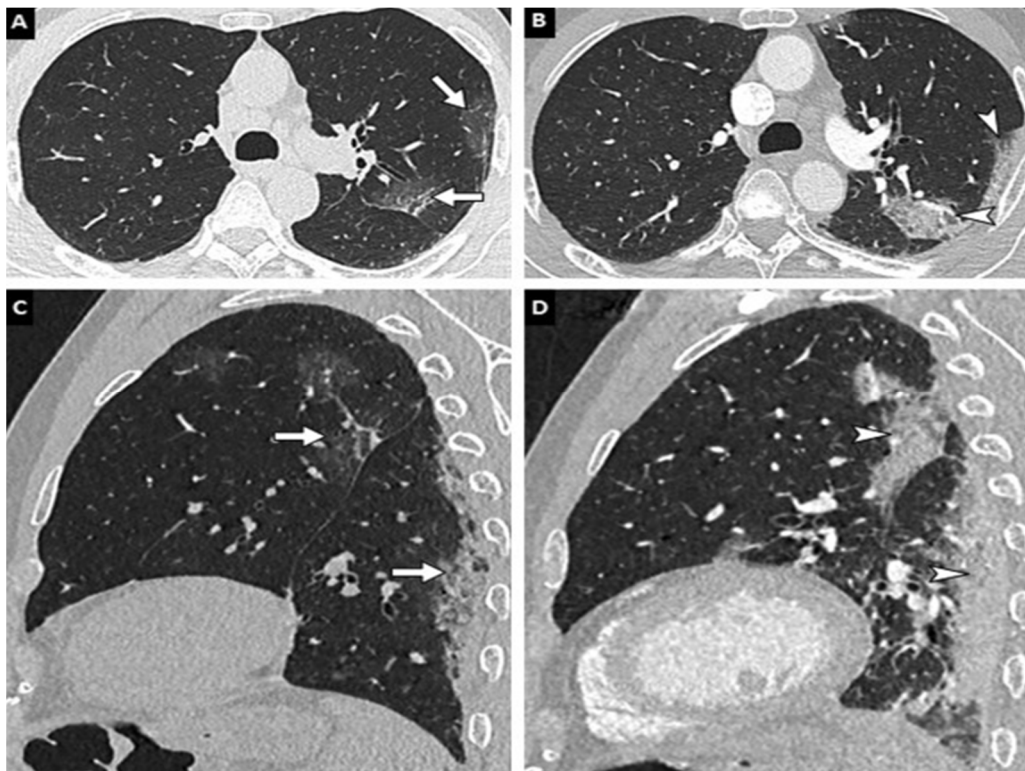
Montrant la progression des lésions scanographiques de la pneumonie COVID-19 chez un patient âgé de 58 ans. TDM sans injection réalisé au début de la symptomatologie (A, C) et après une semaine d'évolution (B, D). Les zones pathologiques initialement en verre dépoli (en flèches) laissent place à des plages de condensation légèrement réticulées et rétractiles (têtes de flèche) [98].
